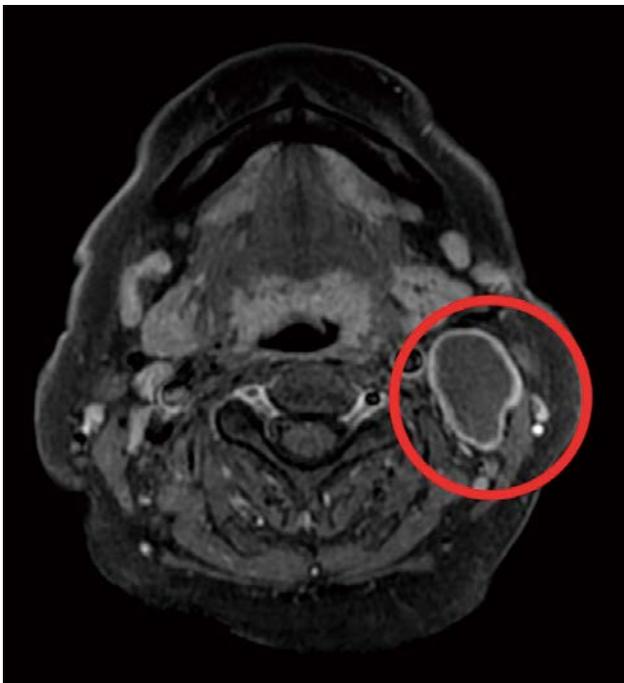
術前造影MRI 左：T1WI造影 右：T2WI
